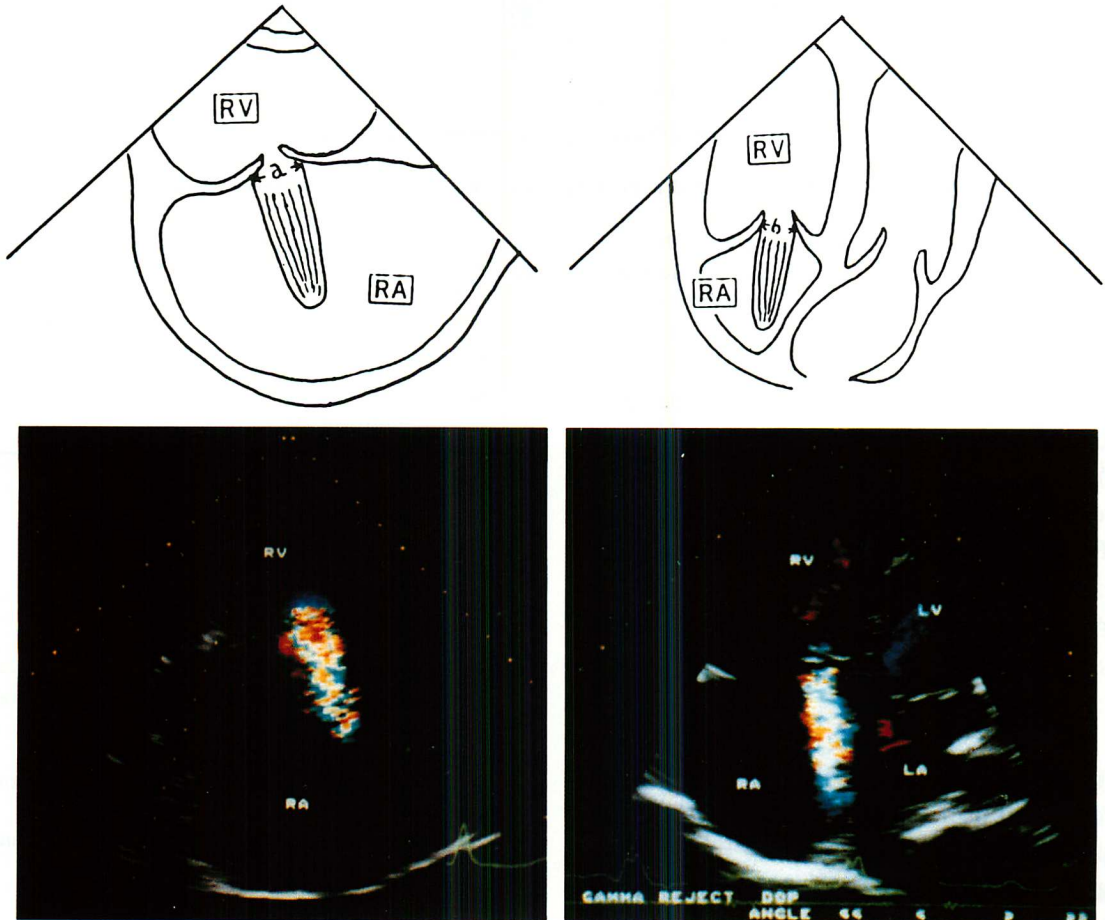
Measurement of cross-sectional area (S) of tricuspid regurgitant flow by two-dimensional color Doppler echocardiography.
